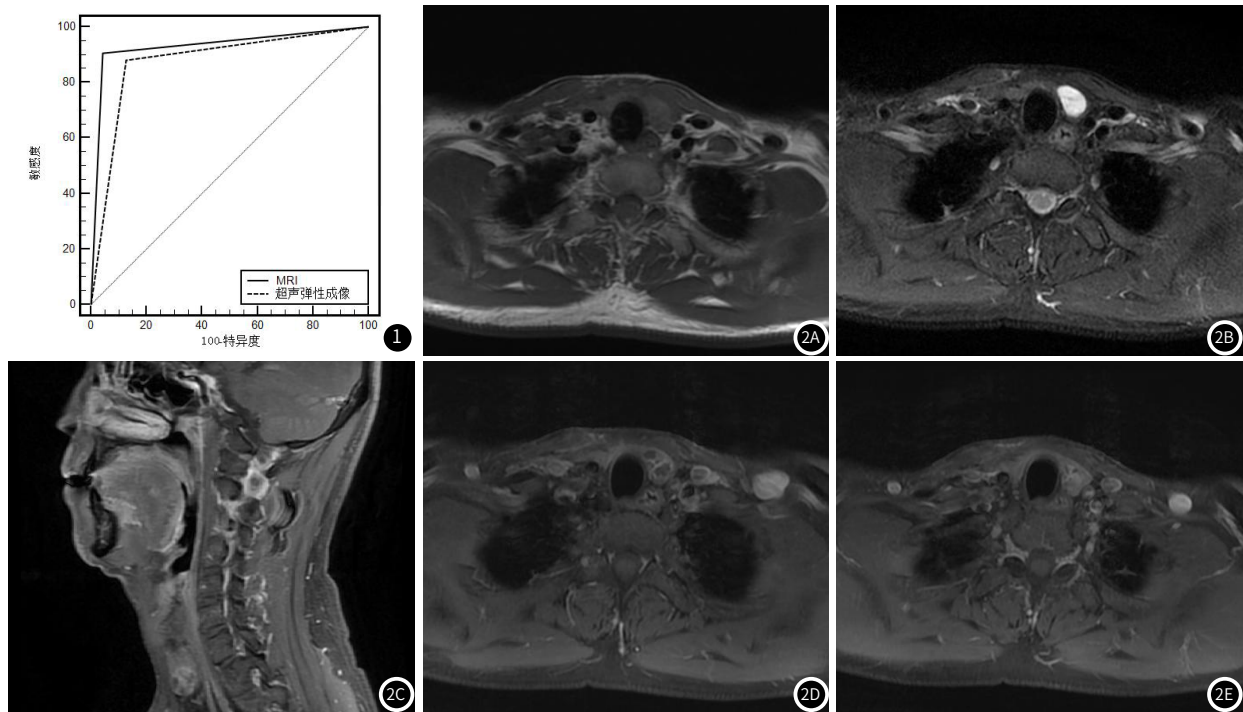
超声弹性成像和增强MRI诊断甲状腺风险结节的效能比较。图2 图2A: 轴位T₁WI示甲状腺左侧叶可见等低信号结节, 直径约为15mm; 图2B: 轴位T₂WI示甲状腺左侧叶可见高信号结节, 直径约为15mm; 图2C: 矢状位呈分隔状及环形明显强化; 图2D~2E: 增强扫描轴位可见病灶呈明显环形强化改变(图2D)及分隔状强化(图2E)。
